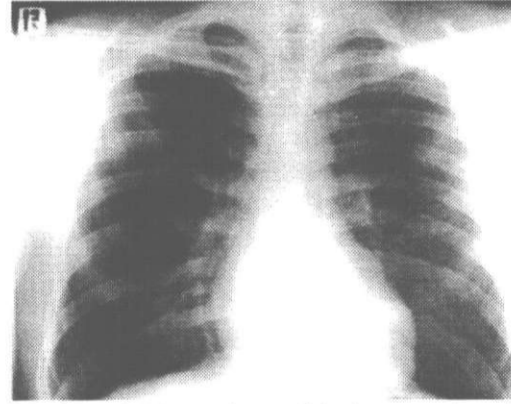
PA toraks grafisinde sol üst zonda, lateralde, homojen gölge koyuluğu izlenmektedir.
